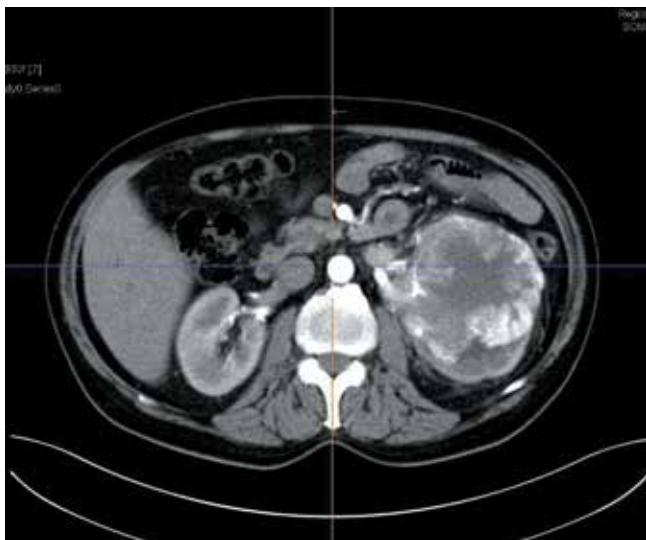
Компьютерная томография: образование левой почки с инвазией левого надпочечника, простая киста левой почки
